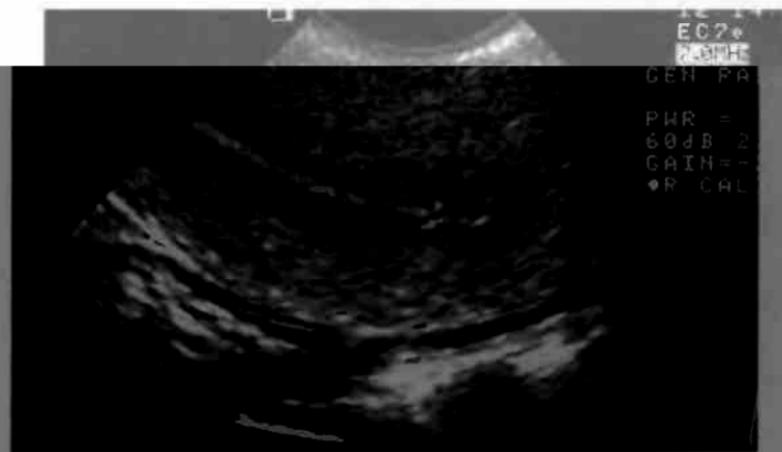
М-эхо в постменопаузе. УЗИ.
